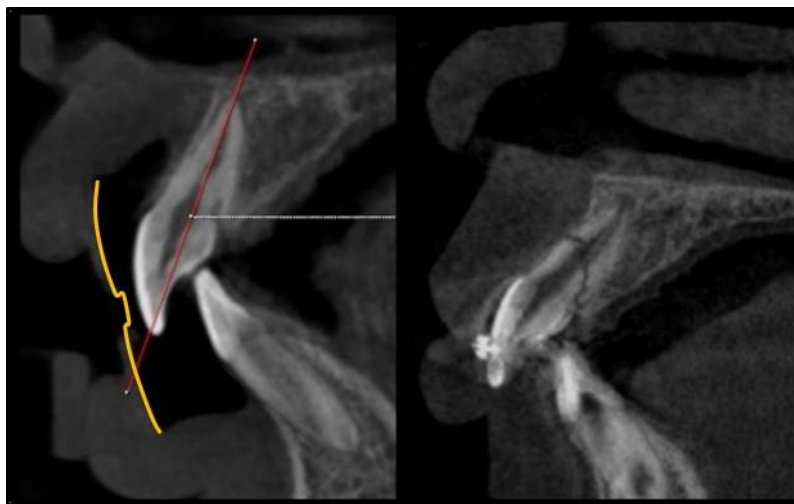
Figura XVIII y XIX: Fotografía de corte CBCT. Zona anterior y Zona canina correspondientemente. En amarillo podemos ver la zona de separación que logra el dispositivo.
